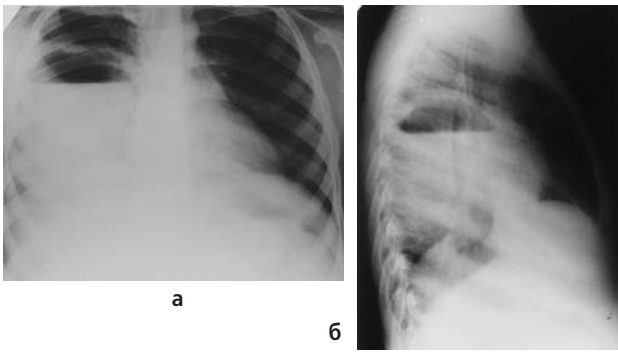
Рентгенограми ОГК хв. Н., 4 р. 10 міс. Абсцес нижньої частки правої легені з рівнем рідини до 2/3
